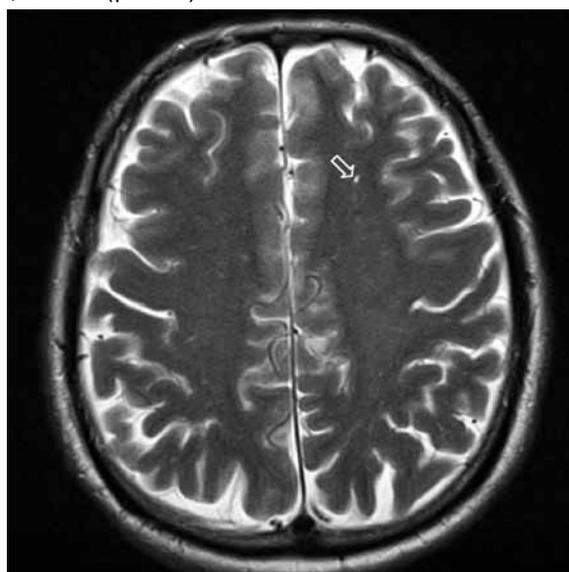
МРТ головного мозга пациента У.
